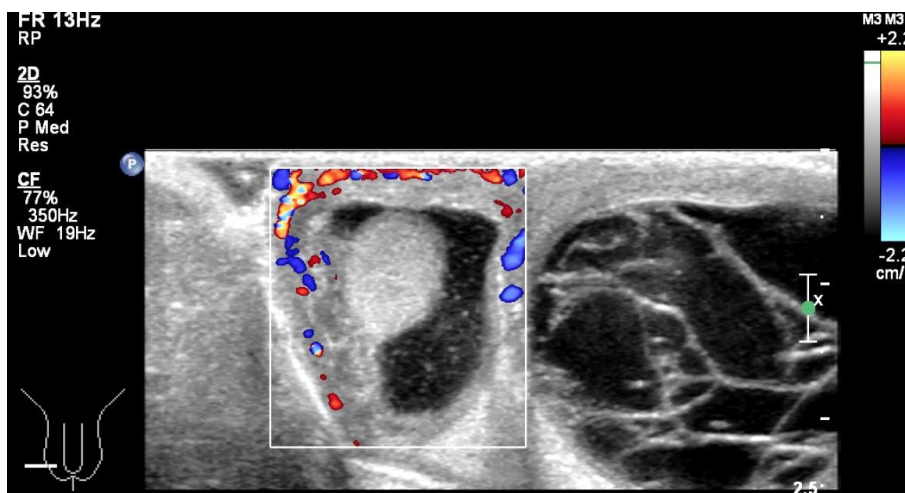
Transverse gray-scale ultrasound image of the testicle showed bilateral complex fluid collection with internal echogenic materials in the right scrotal sac and multiple septations in the left scrotal sac. The image also demonstrated bilateral scrotal wall thickening with increased vascularity.
